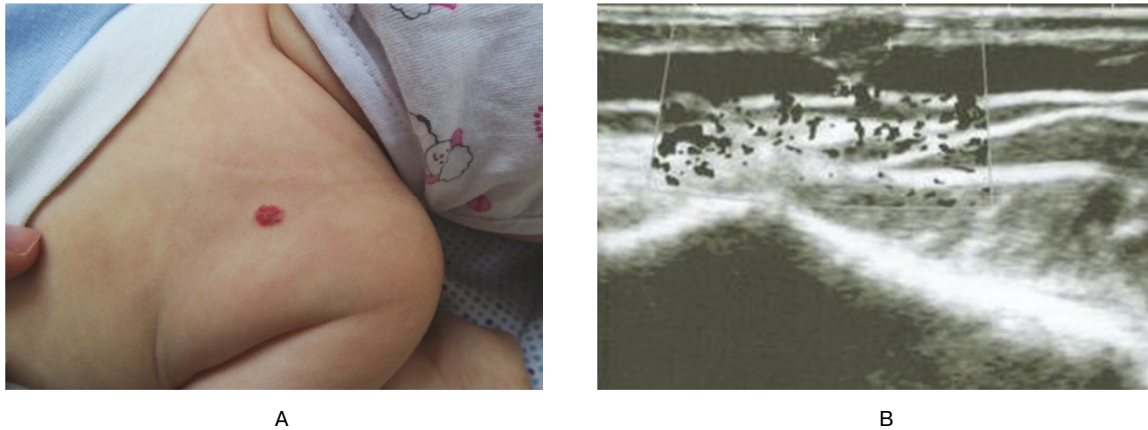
(A) 1 — month-old boy with combined hemangioma of him right scapular area $S = 0,5 \text{ cm}^2$, 385 conventional units of erythemometry. (B) By means of ultrasound (5—20 MGz) deepness of tumor 0,36 cm; feeding vessel of venous bloodflow type, diameter of vessel 0,05 cm
